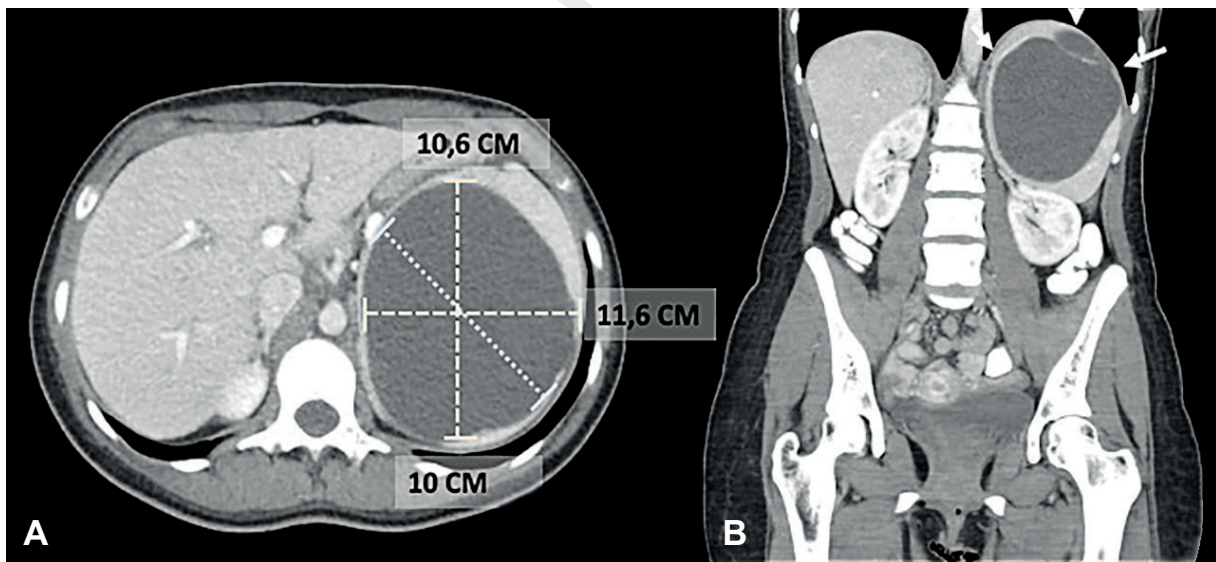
Tomografía de abdomen contrastada. A. Corte coronal. B. Corte axial. Lesión quística multiloculada, de paredes y septos gruesos, en el polo superior del bazo, de carácter inespecífico. El quiste de mayor tamaño mide más de 10 cm y no realza con el medio de contraste. Fuente: fotografía tomada por los autores.
